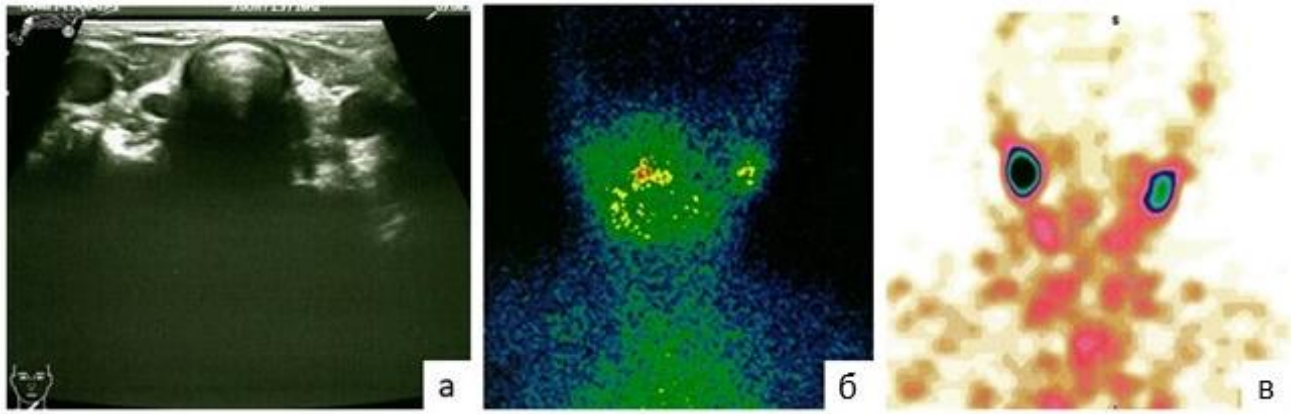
Аплазия ЩЖ у пациента 5,0 лет по данным: УЗИ в продольной проекции (а), сцинтиграфии с ^{99m}Tc -пертехнетат в планарном режиме (б) и ОФЭКТ в прямой проекции (в)
